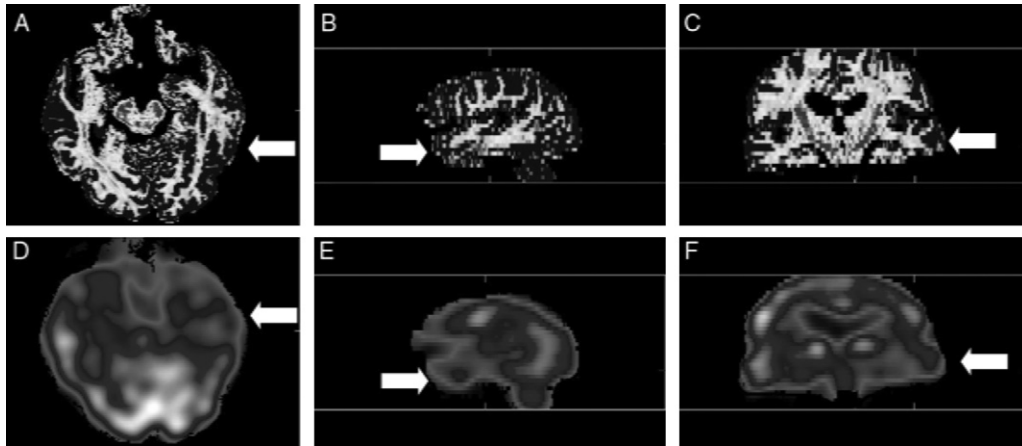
Neuroimágenes. Línea superior: imagen de tensor de difusión (DTI) en resonancia magnética, mapa de fracción de anisotropía.
